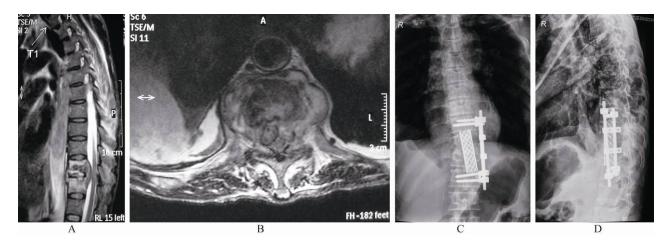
患者男,59岁 Figure 1 59-year-old male patient A, B: 术前 MRI 示 T<sub>10,11</sub>结核, 椎体破坏严重, 脊髓受压; C, D: 胸廓内胸膜外病灶清除、植骨融合内固定术后 1 周, 正侧位 X 线片示 T<sub>9-12</sub> 三
